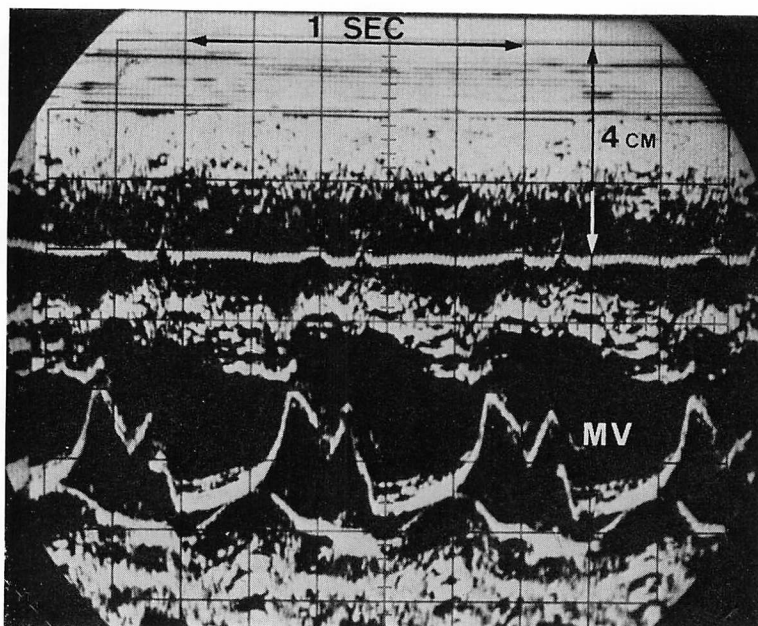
M-mode echocardiogram of the mitral valve in Case 1.
